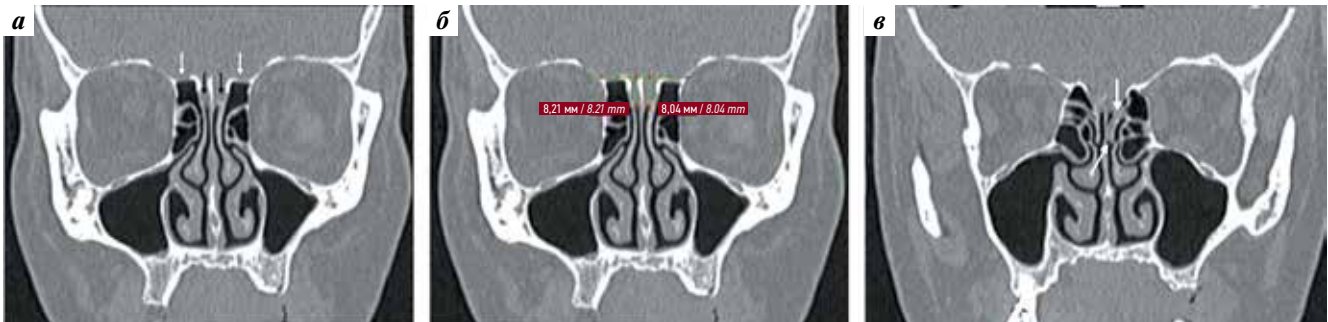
КТ головного мозга: а – низкое расположение ольфакторной ямки (черная стрелка) относительно этмоидальной ямки (белая стрелка); б – измерение глубины ольфакторной ямки; в – мягкотканый компонент (выпячивание) около верхней носовой раковины (белые стрелки)
